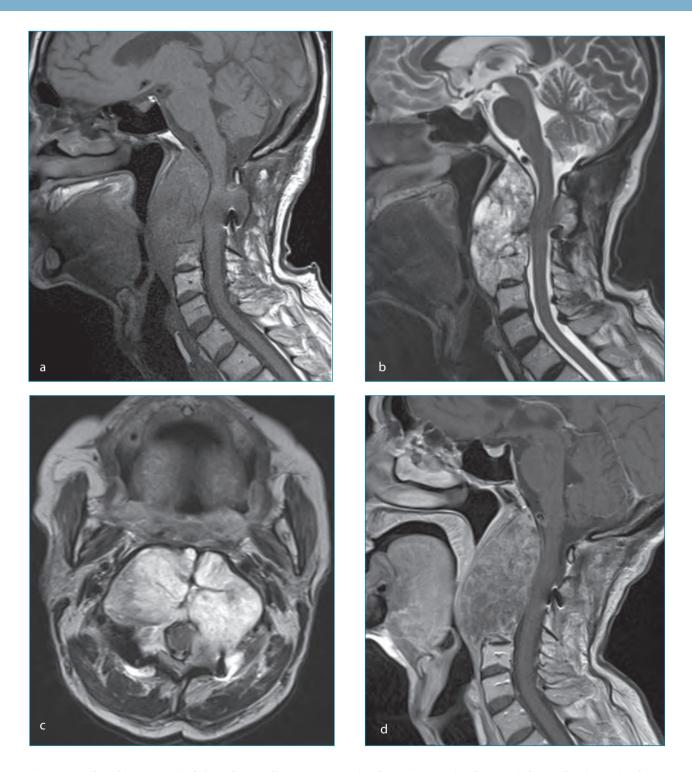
Chordome cervical étendu au clivus : IRM sagittale T1 (a), sagittale et axiale T2 (b, c), sagittale T1 gadolinium (d). Volumineuse lésion intéressant plusieurs vertèbres et le clivus : en hyposignal T1, hypersignal T2 présentant des cloisons en hyposignal, et un rehaussement hétérogène. Franchissement des corticales, envahissement des parties molles pré vertébrales, et du mur postérieur responsable d'une compression médullaire.
